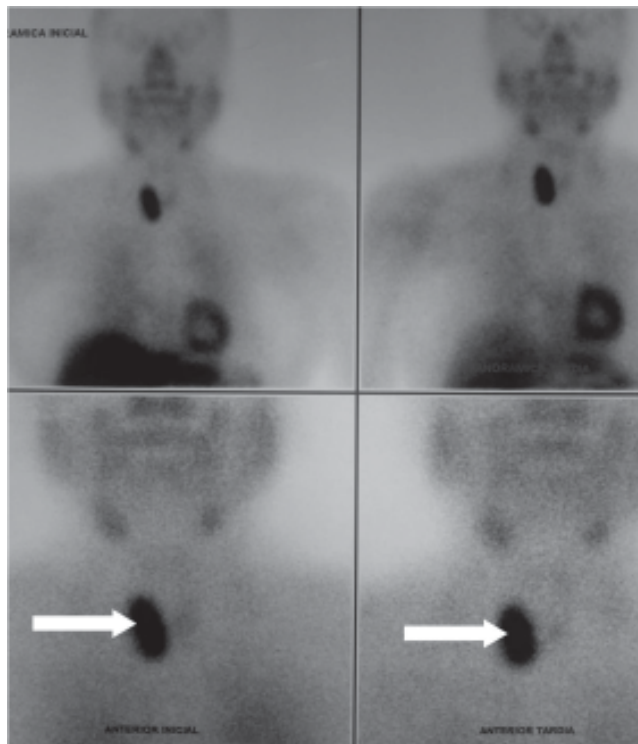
A. Gammagrama con Tc MIBI. B. Superposición de la tomografía, se observa el adenoma (flecha).
